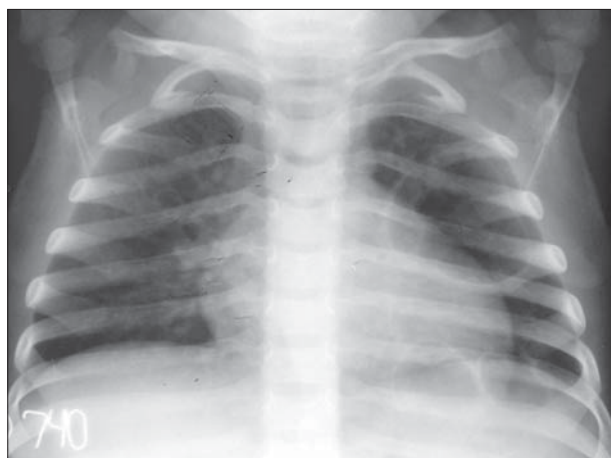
Plămân polichistic. Radiografie toracică PA. În stânga se vizualizează multiple zone transparente bine delimitate de linii fine opace.
